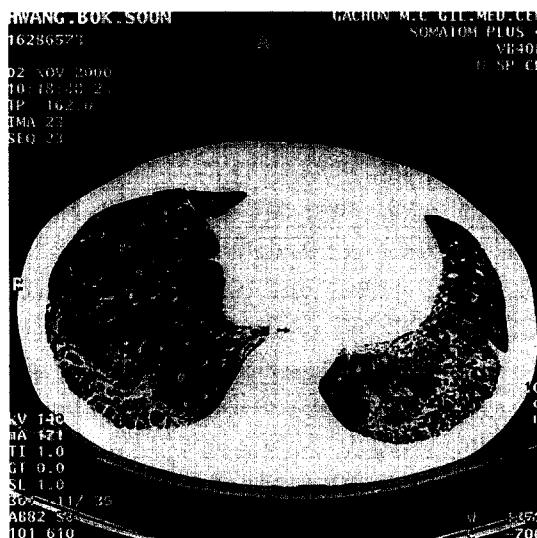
Follow-up HRCT of 9 months after corticosteroid therapy reveals no resolution of honeycomb appearances and reticular densities in both lungs except mild decline of ground-glass attenuation.
